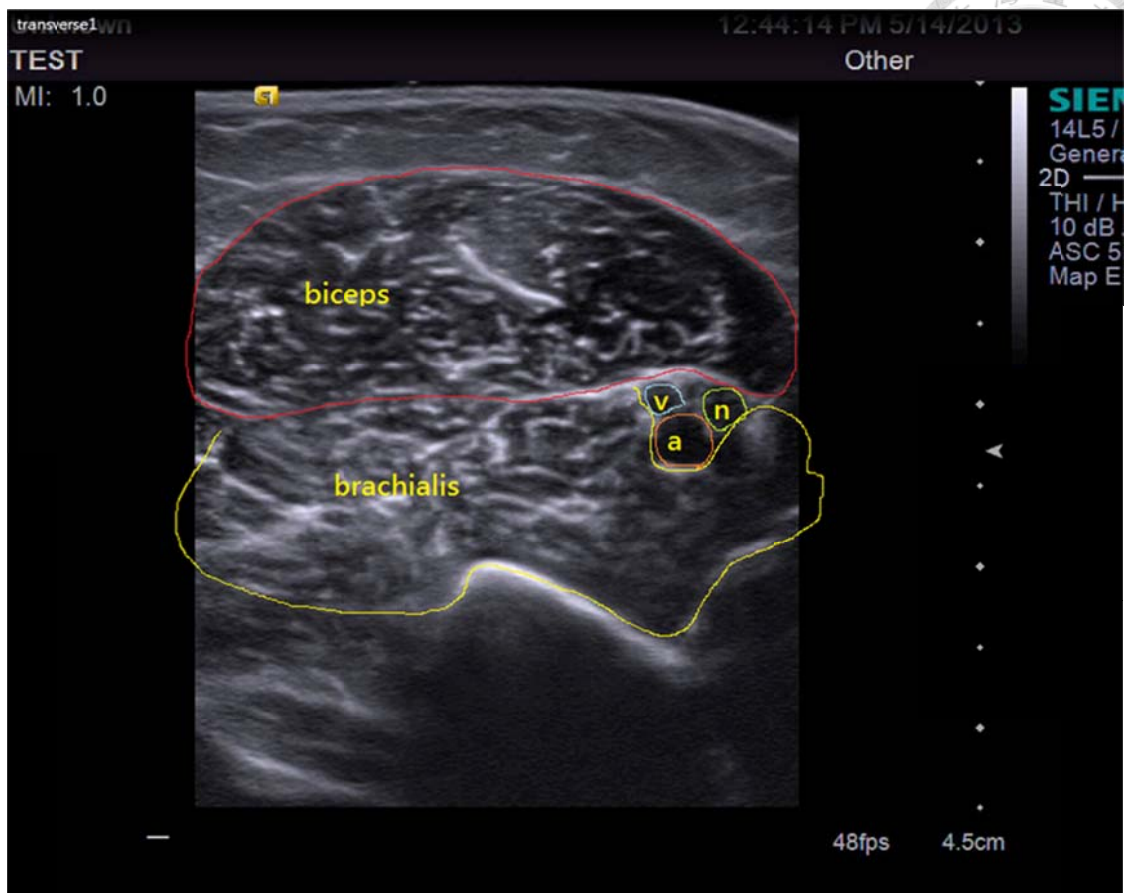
肌肉超音波影像範例。為利用 Siemens Acuson S2000 US System 橫向拍攝正常人手臂肌肉中央肌肉截面所成的影像，肌肉的部分分別以紅色及黃色線條圈出，上半部(紅色圈起部分)為手臂肱二頭肌；下半部(黃色圈起部分)為肱肌，中間以肌外膜分隔；藍色線條圈起部分則為動脈；橙色圈起部分為靜脈；綠色圈起部分為神經。
